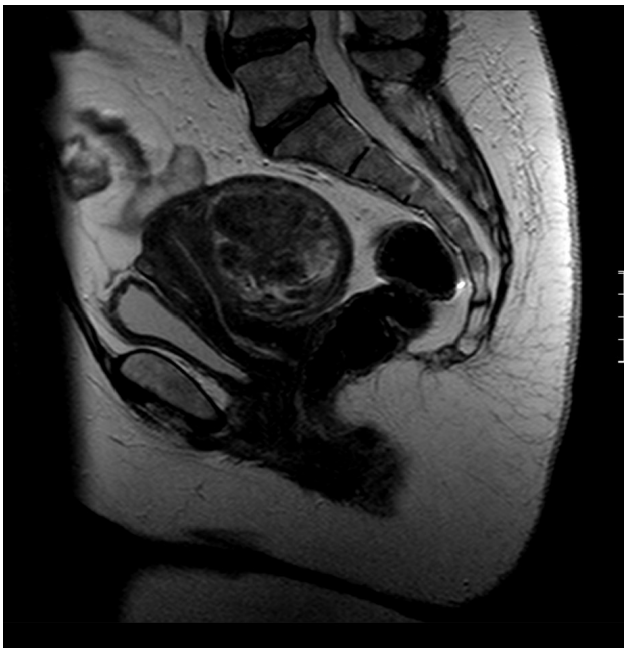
Uterine lipoleiomyoma suspected in magnetic resonance imaging – T2 weighted image.
